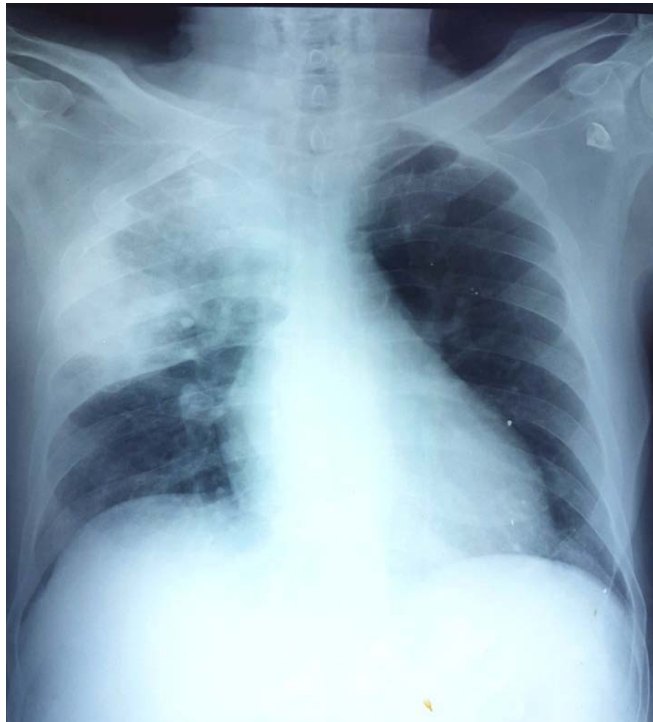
Radiographie thoracique de face montrant une pneumonie franche lobaire à J1.d'antibiothérapie.
